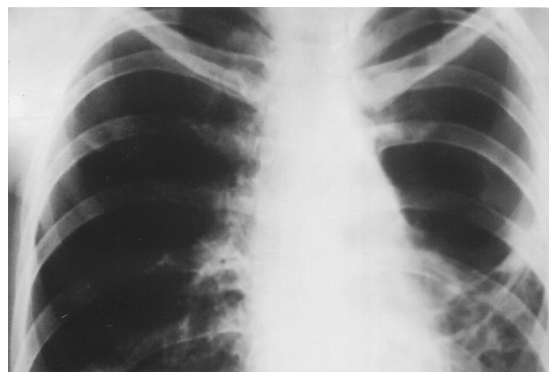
Обзорная рентгенограмма перед операцией. Слева гигантская каверна, пневмофиброз. Справа очаговые тени в верхних отделах легкого
